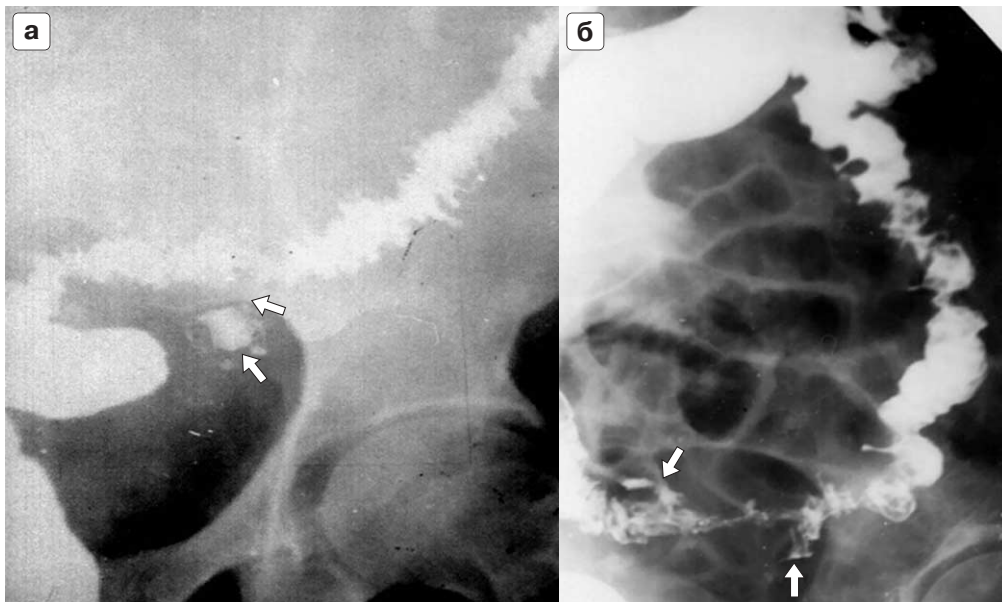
Прицельные рентгенограммы сигмовидной кишки, тугое наполнение. Паракишечный инфильтрат, осложнившийся развитием паракишечной полости (а) и неполными внутренними свищами (б) (стрелки).
